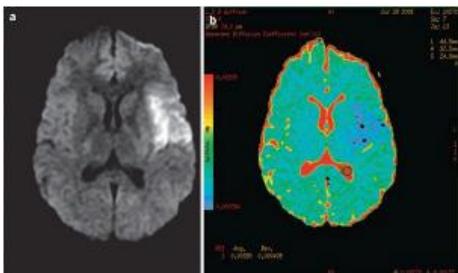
DWI-ADC MAP ισοτροπική με b0_1000 σε σύστημα 3T. Χρησιμοποιήθηκαν οι εξής παράγοντες: Πάχος Τομής 3mm, TR 4100ms, TE 62ms, SPACING 3,3, BW 679 ,NEX 1, FOV 230*230, MATRIX 184*184.
